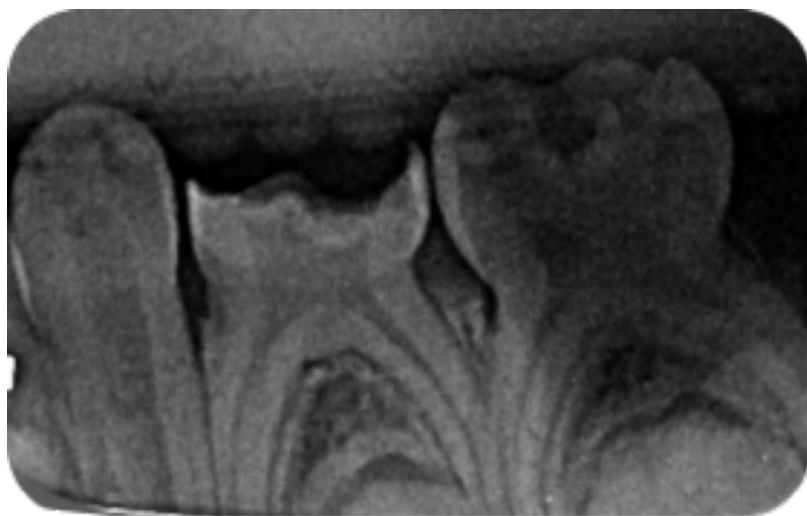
Radiographie pré-opératoire de 74. (Service de médecine bucco-dentaire du CHU de Bordeaux, Hôpital Pellegrin)
